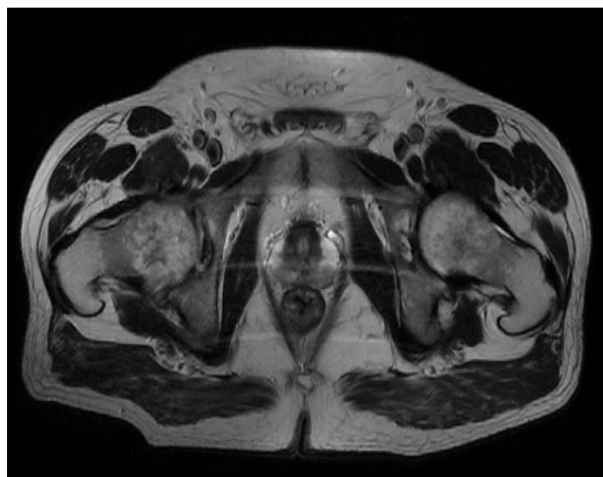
RMN lumbar y caderas. Secuencia T1: captación débil de señal en el cuerpo vertebral de L5 y S1 y en el disco intervertebral, en relación con espondilodiscitis en fase flemonosa. Artritis coxofemoral derecha (corte sagital y coronal).
